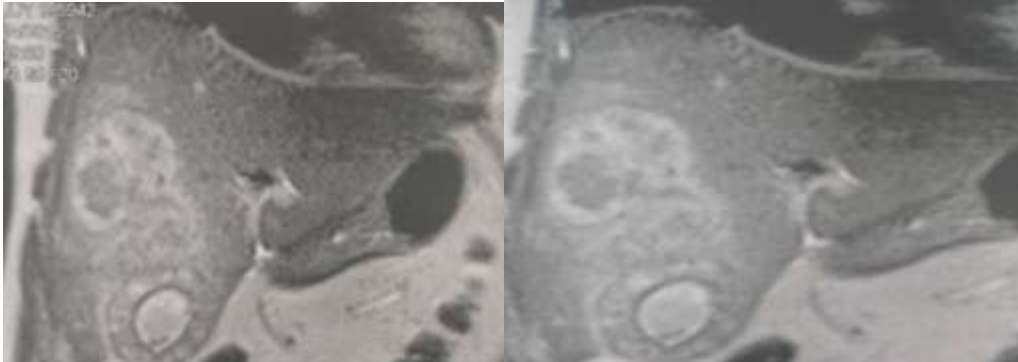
Coupes coronales d'IRM hépatique montrant épaississement suspect de la paroi vésiculaire et envahissement des segments IV et V du foie.
